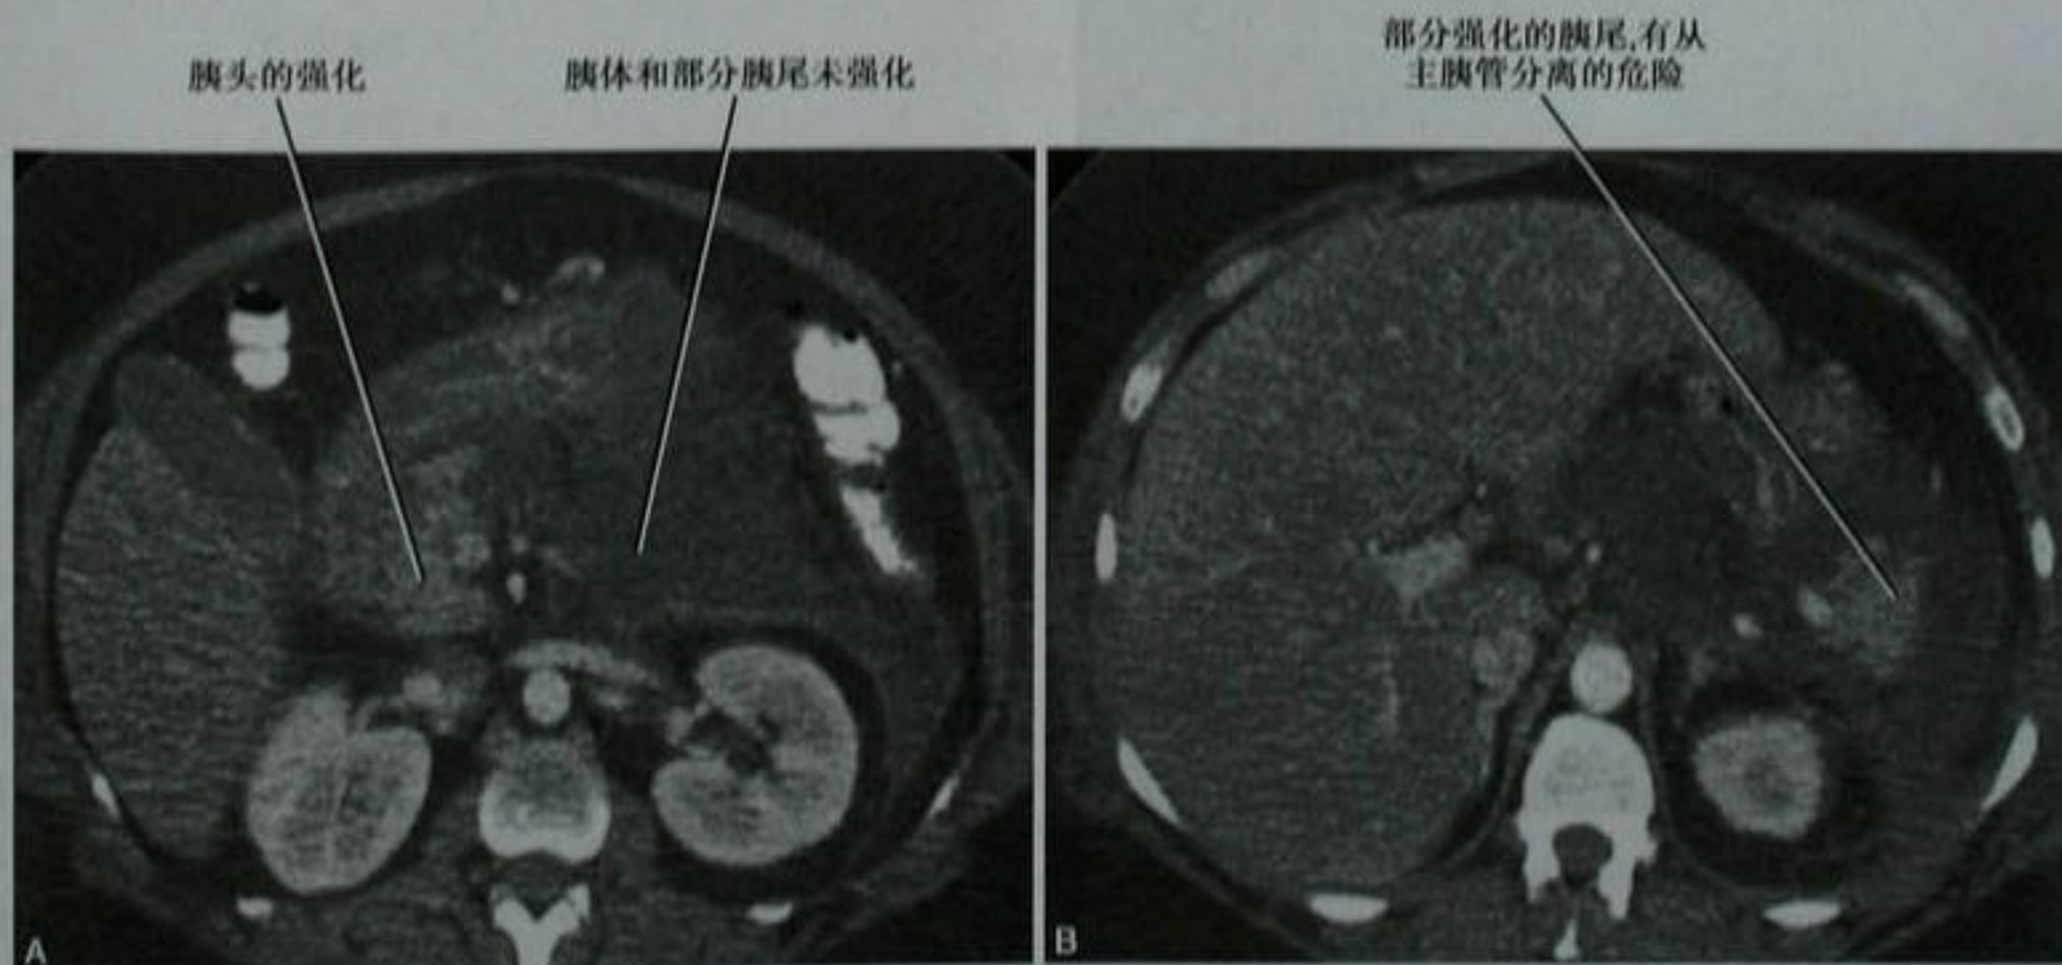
累及胰腺中央部分坏死的患者,通过胰头(A)和胰尾(B)平面的增强横断面 CT 图像
